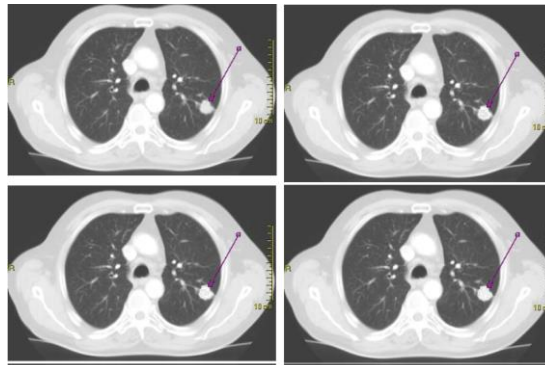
Imagens de tomografia de nódulo pulmonar após 1, 2, 3 e 4 minutos após administração do contraste
